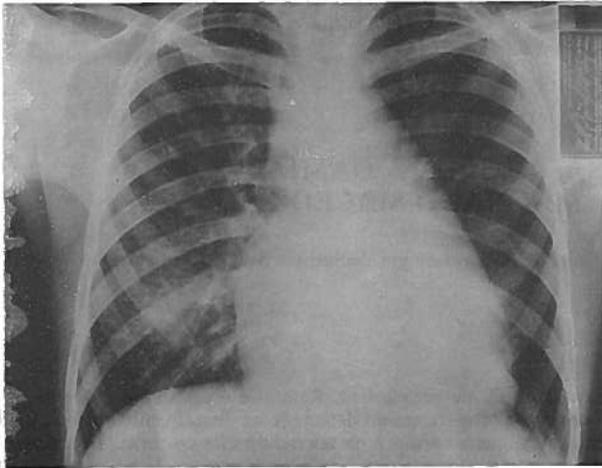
Telerradiografia simples do tórax em projecção postero-anterior, revelando moderada cardiomegalia de contorno globoso.
